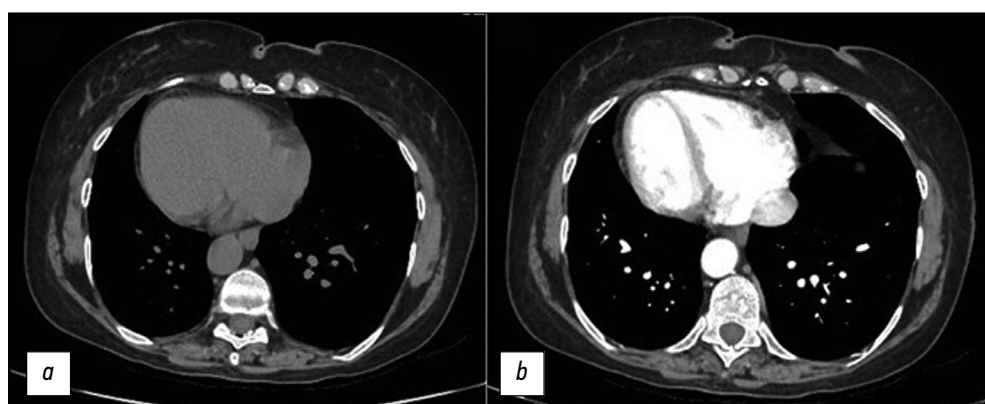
Компьютерная томография грудной клетки в аксиальной проекции: а — без контрастирования; б — с контрастированием. Видна декстрокардия. В данном случае диагностирован situs inversus: левое лёгкое имеет три доли, правое лёгкое — две доли, верхушка сердца расположена справа.
